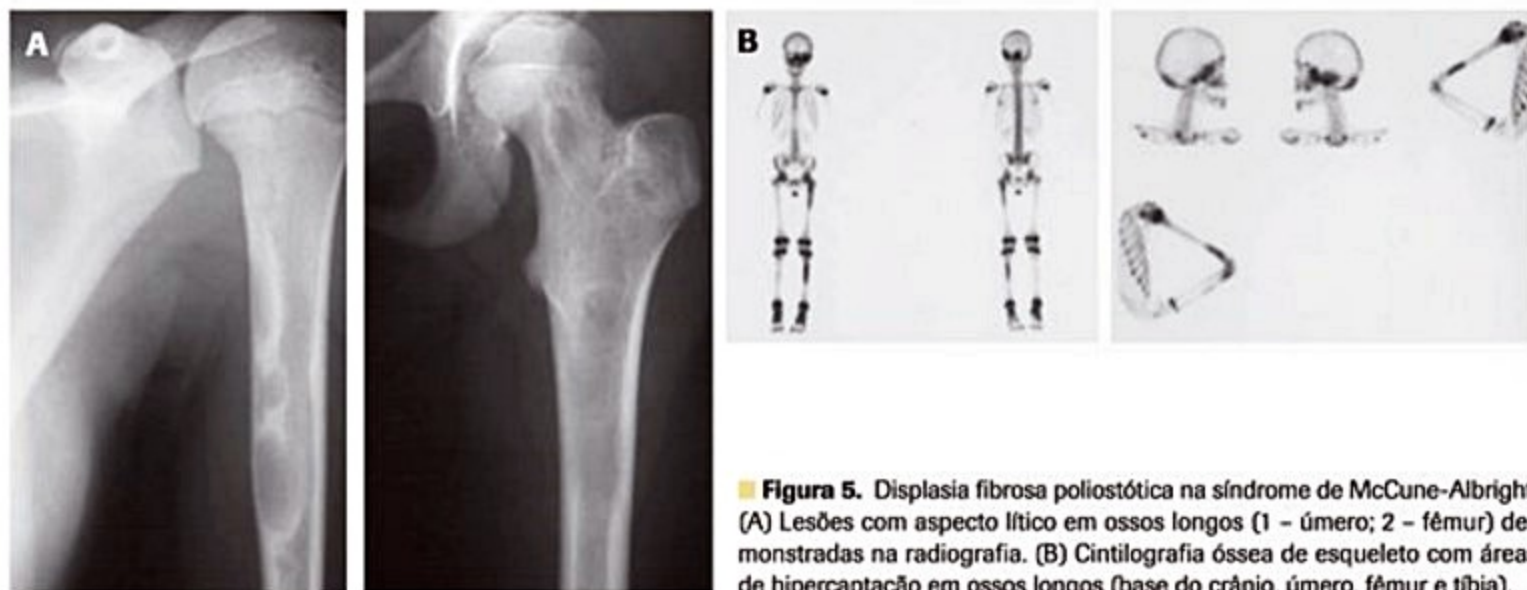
Displasia fibrosa poliostótica na síndrome de McCune-Albright. (A) Lesões com aspecto lítico em ossos longos (1 – úmero; 2 – fêmur) demonstradas na radiografia. (B) Cintilografia óssea de esqueleto com áreas de hipercaptação em ossos longos (base do crânio, úmero, fêmur e tíbia).
